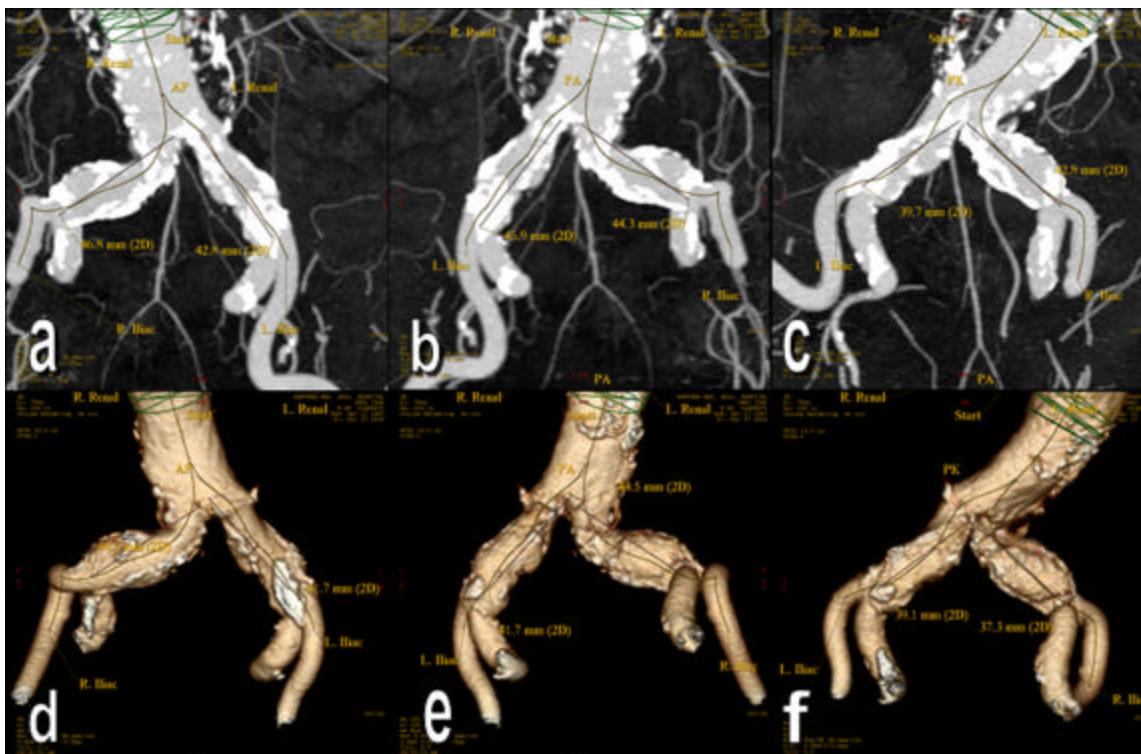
CT merenje prosečne dužine a.a u 3 karakteristичne 2D ct slike
